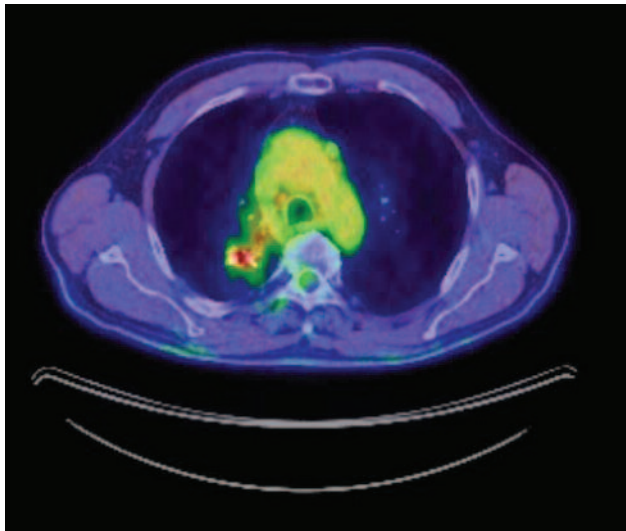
ПЕТ/КТ, аксіальний зріз. Рак правої легені, стан після комбінованого лікування. Локальний рецидив
